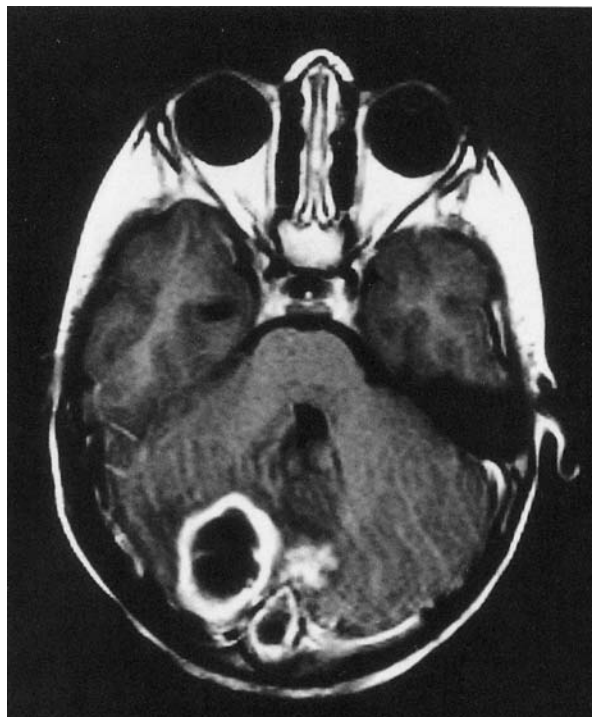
IRM cérébrale, séquence T1 après injection de produit paramagnétique, coupe horizontale: image en cocarde cérébelleuse hémisphérique droite (abcès), lésion médiane (kyste dermoïde), et large canal trans-osseux (sinus dermique) / d'après Hayek et al., 2001 [9].
